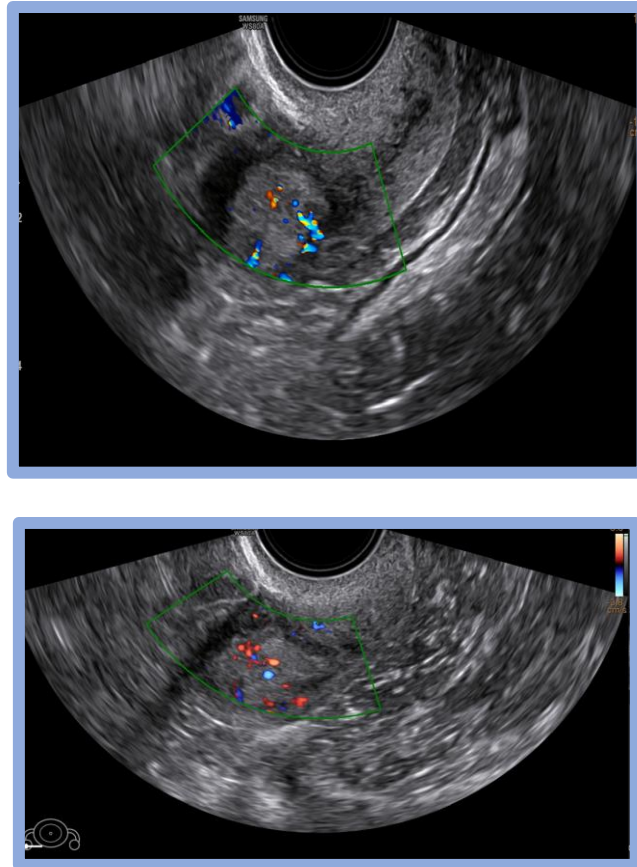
Adenocarcinoma de endometrio. Tumoración en cavidad endometrial heterogénea, con vascularización en su interior con estudio Doppler color. (Correspondiente a un caso del presente estudio).
